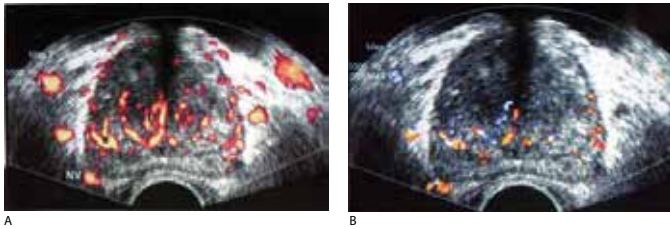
HBP Moderada: Power Doppler axial mostra os vasos ureterais; alguns vasos ao longo da casula cirúrgica; e o feixe neurogênico de um lado com um grau de vascularização dentro da média. Notar os grandes vasos, a maioria veias, externamente a próstata(A). Color Doppler. A densidade vascular é levemente mais difícil de avaliar nesses casos, porque a quantidade de cor é mais dependente dos parâmetros do aparelho do que no caso do Power Doppler (B)
